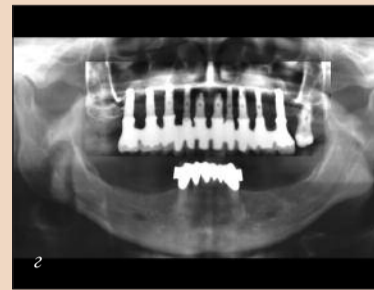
двухэтапная процедура при существенной атрофии альвеолярного гребня. Горизонтальные и вертикальные дефекты закрыты с помощью костных блоков (слева) и мембран. Впоследствии были установлены имплантаты и несъемный протез; б – заживление после аугментации; в – клиническая картина после установки имплантатов; г – рентгенограмма после установки мостовидного протеза; д – конечный результат: верхняя губа в состоянии покоя; е – конечный результат: верхняя губа приподнята; несмотря на аугментацию альвеолярного гребня, все равно потребовались коронки увеличенной длины.
